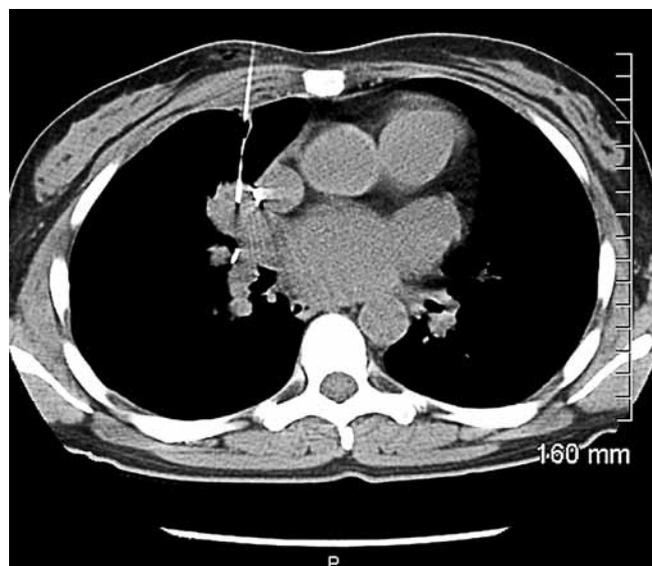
КТ-картина установленной трепанационной иглы
